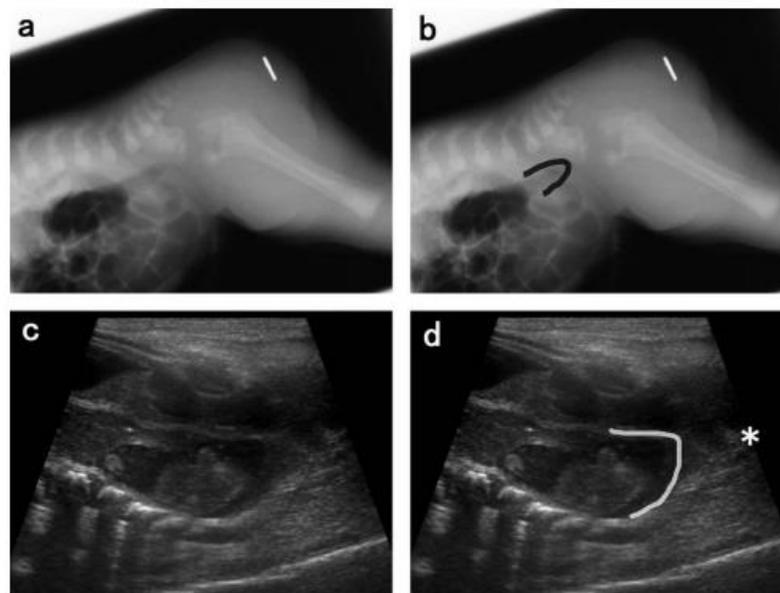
Gambar dari neonatus wanita dengan anus imperforata tipe rendah tanpa fistula. (A) Radiografi meja silang rawan dari anak berusia 1 hari neonatus perempuan yang mengarah ke diagnosis yang benar dari anus imperforata tipe rendah. Jarak kantong-perineum diukur kurang dari 10 mm. (B) Skema presentasi matic (A) Garis hitam menunjukkan gas rektal berakhir jauh di bawah penanda kulit, yang ditunjukkan terletak di anal atasnyafosa. (C) Sonogram dari neonatus yang sama melalui pendekatan suprapubik yang juga mengarah pada diagnosis yang benar. Jarak kantong-perineum diukur kurang dari 10 mm. (D) Presentasi skematis (C) Tanda bintang menunjukkan fossa anal. Garis putih berakhir di dekat fossa anal. dan pengumpulan cairan. Untuk mengurangi laju kekambuhan penyakit dan inkontinensia fekal pasca operasi, penting untuk mengevaluasi detail anatomi fistula dan keberadaan defek sfingter ani sebelum terapi. Fistula perianal muncul sebagai tractus hypoechoic atau jaringan lunak lesi fokal dalam struktur dinding anus.
